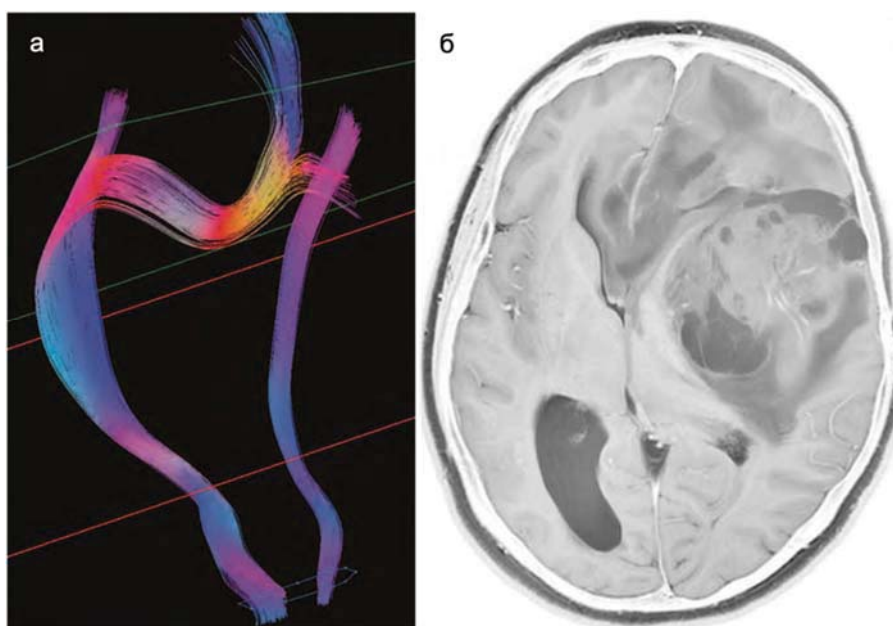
Пример построения ложных волокон КСТ у пациента с анапластической астроцитомой. а – 3D-реконструкция, вид спереди, волокна правого КСТ переходят на противоположную сторону, б – МРТ в режиме T1+C, аксиальный срез на уровне опухоли. (заимствовано [28]).
